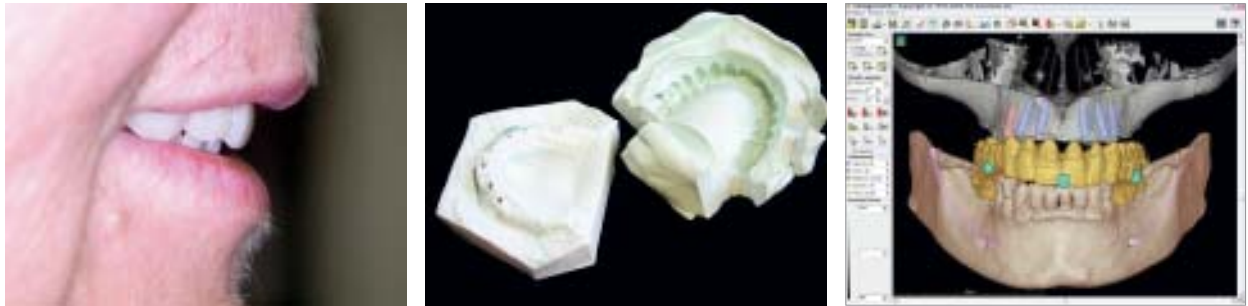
Abb. 11: Silikonlüssel für CT- und Bohrschablone sowie Abdrucklöffel. – Abb. 12: CT oder DVT vom Radiologen.
